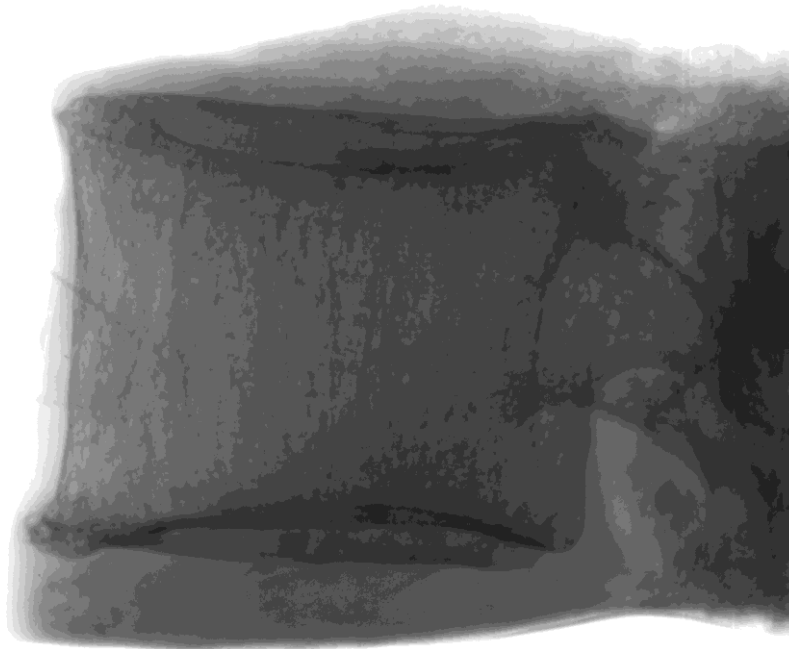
Radiographie de profil à très haute résolution par Faxitron[®] d'une vertèbre L3 saine.
